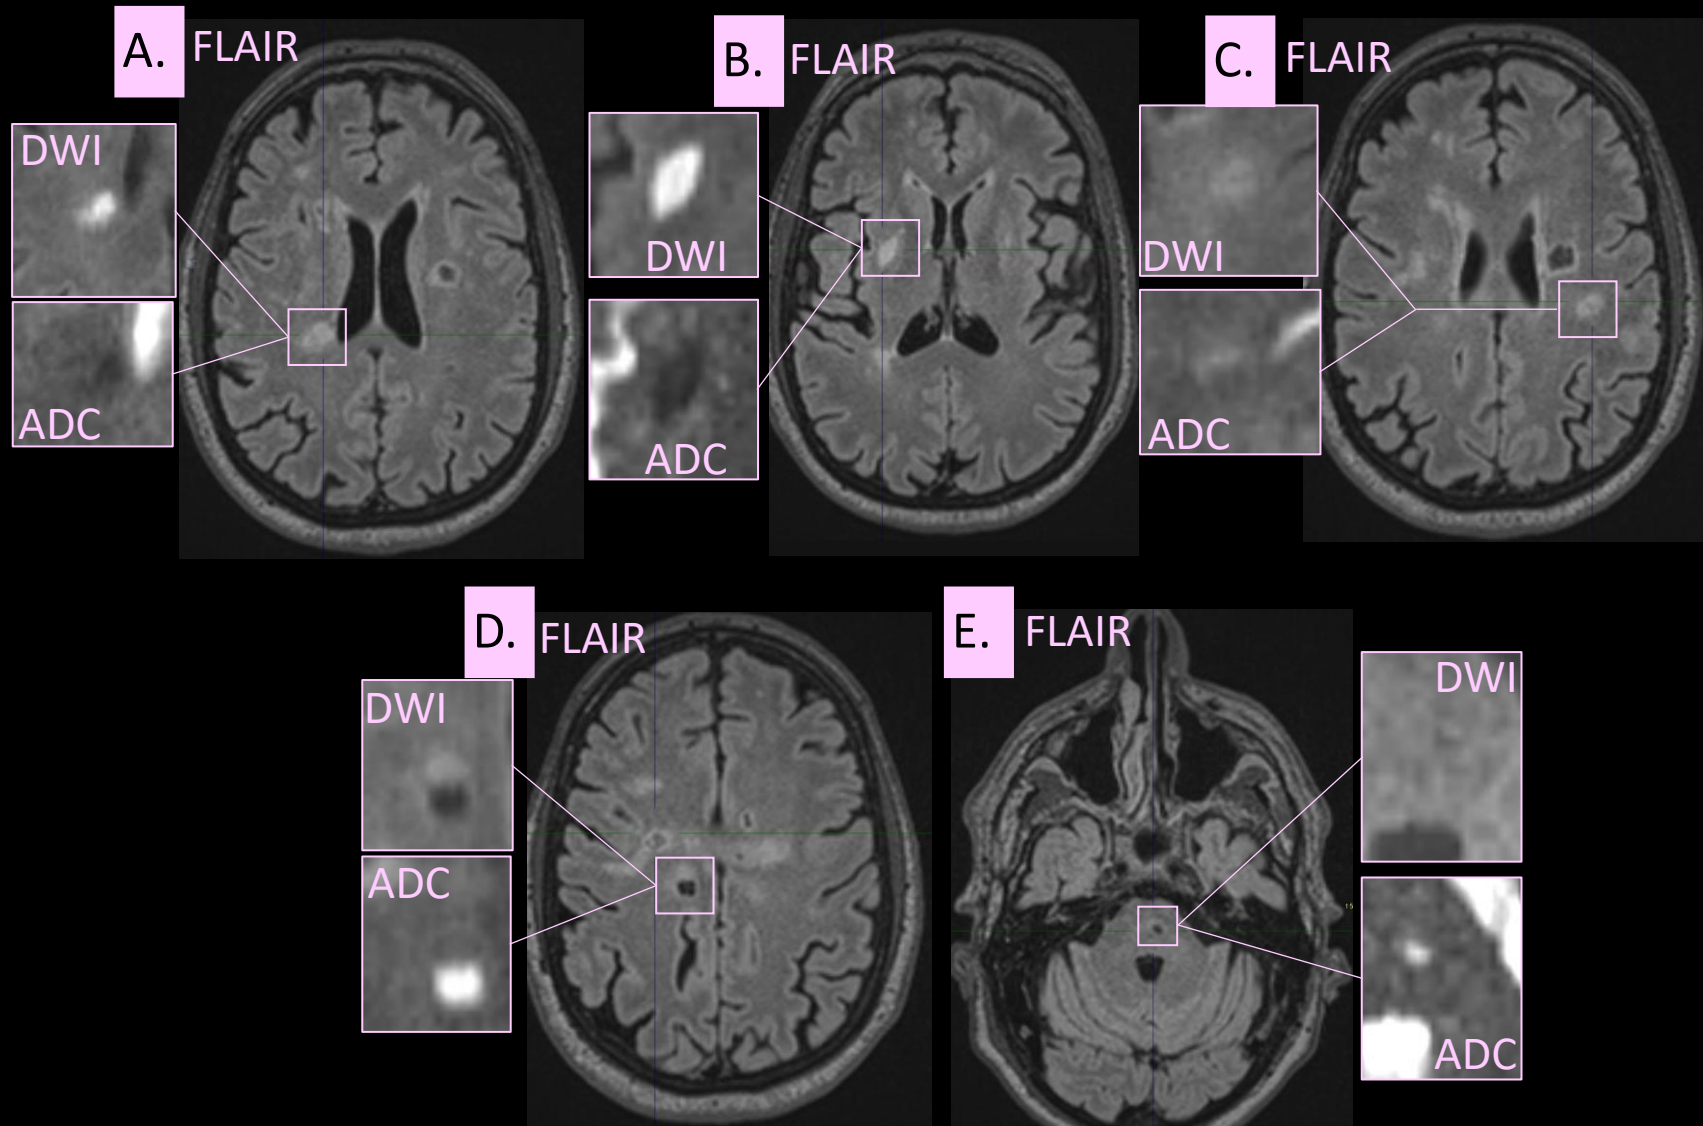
RM de cráneo sin CIV. Lesiones isquémicas agudas/subagudas precoces en sustancia blanca periventricular parietal (A) y putaminal (B) derechas, coexistiendo con lesiones isquémicas subagudas tardías-crónicas de nueva aparición en sustancia blanca frontal izquierda (C), y crónicas de localización frontal derecha (D) y protuberancial (E).
